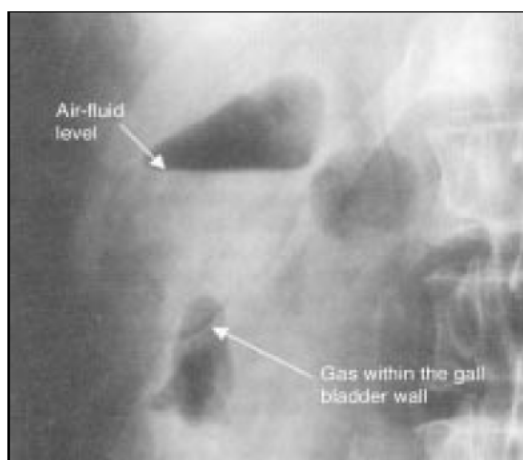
Radiografía abdominal de paciente con colecistitis aguda: nótese la presencia de aire en el interior de la pared vesicular y el nivel aéreo reflejando la perforación de la misma (1).
